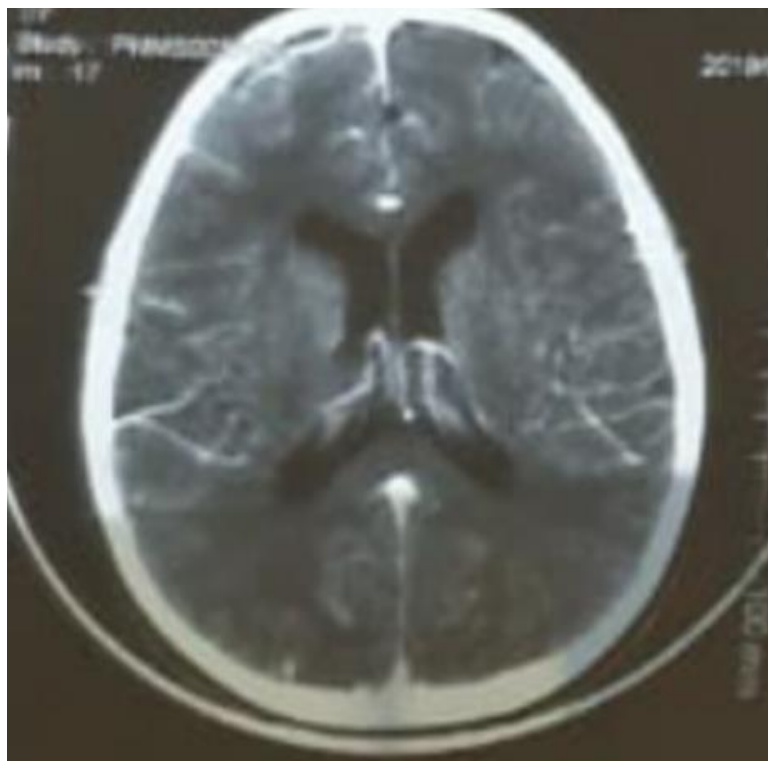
(a+b) : Coupes axiales d'une TDM cérébrale montrant une collection extra-parenchymateuse frontale gauche et de la faux du cerveau plus au moins étendue avec une prise de contraste en périphérie.
